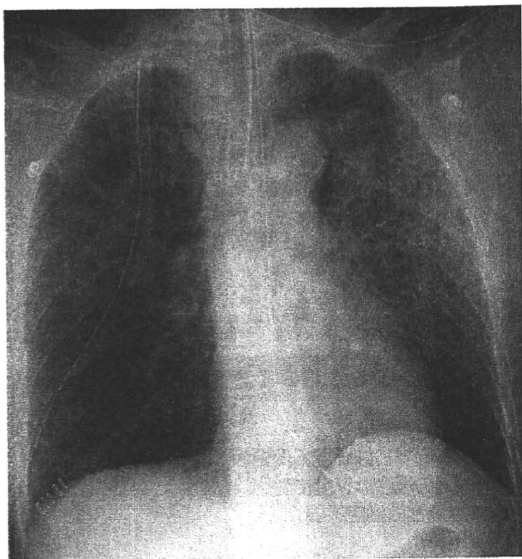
胸部X線写真：術後非検側のすりガラス陰影の出現
